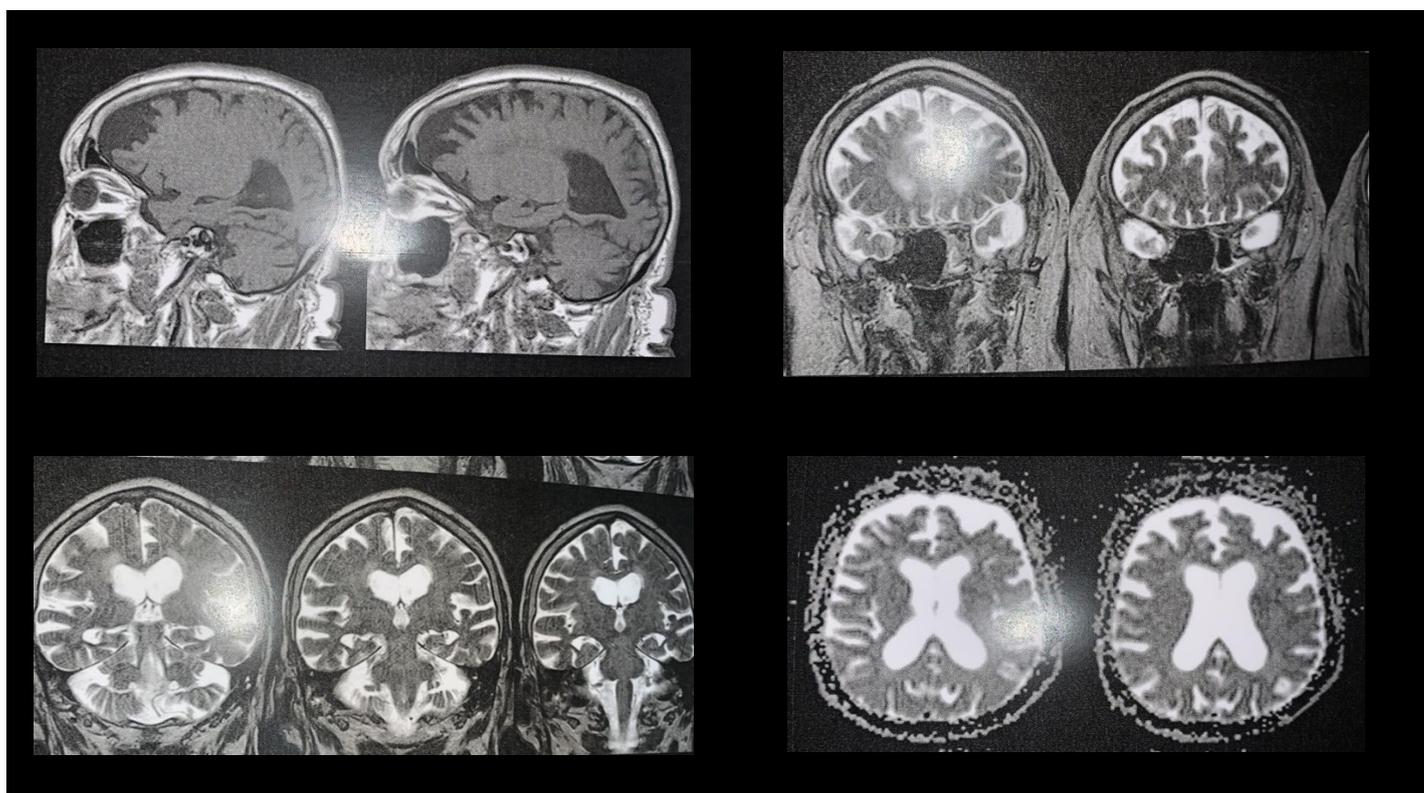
Imagens radiológicas de ressonância magnética de caso com demência frontotemporal
